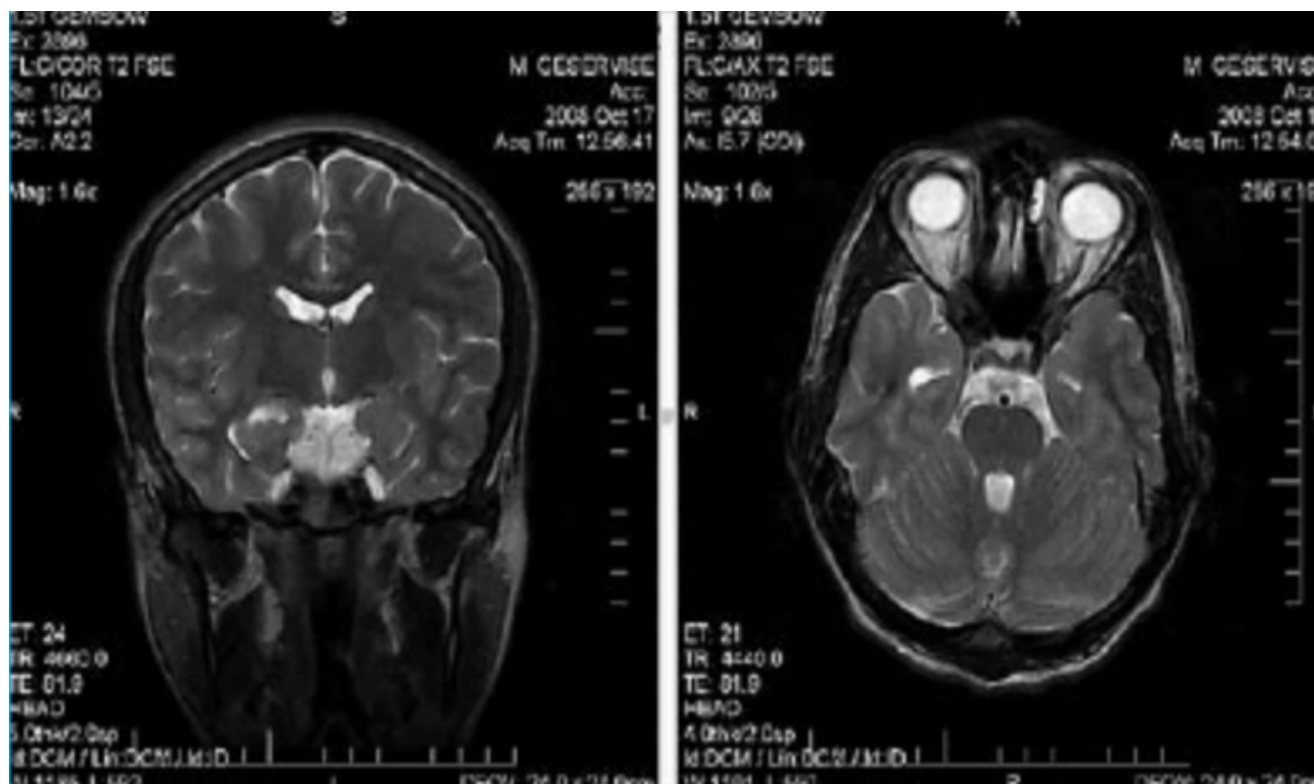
МРТ пацієнта Л., 24 р. МР-ознаки склеротичних змін правого гіпокампу.
